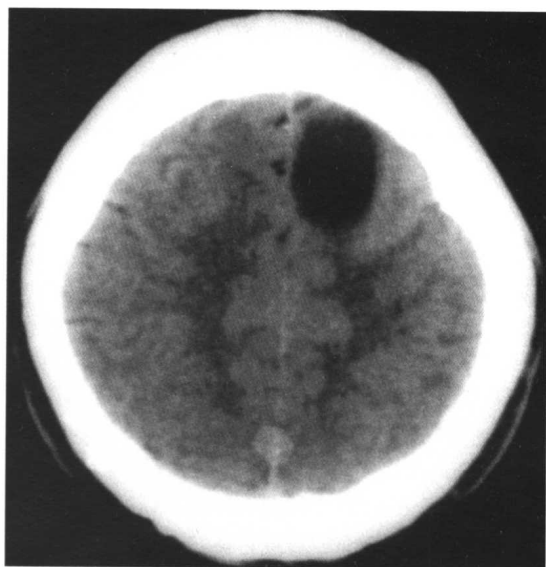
星形细胞瘤(左额叶)。头颅CT平扫,横断位:左额叶见一低密度影,密度均匀,边界清楚
